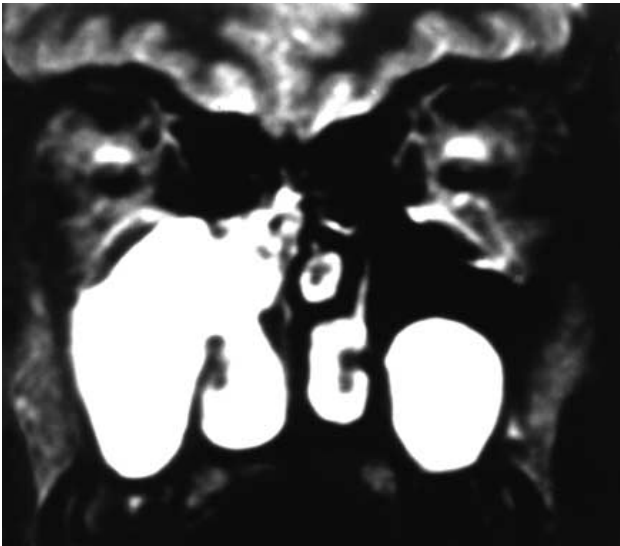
МРТ в корональной проекции, T2-ВИ. В правой верхнечелюстной пазухе определяется большой хоанальный полип, происходящий из кисты, заполняющей всю пазуху и дающей гиперинтенсивный сигнал. В области задненижней стенки левой верхнечелюстной пазухи – киста.
